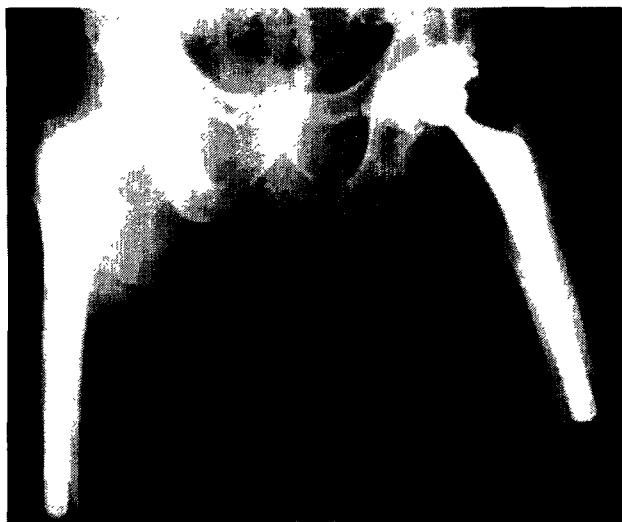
Postoperative radiographs of left hip at 2 years in left hip and 3 months, demonstrating well-maintained components without the evidence of osteolysis or loosening
